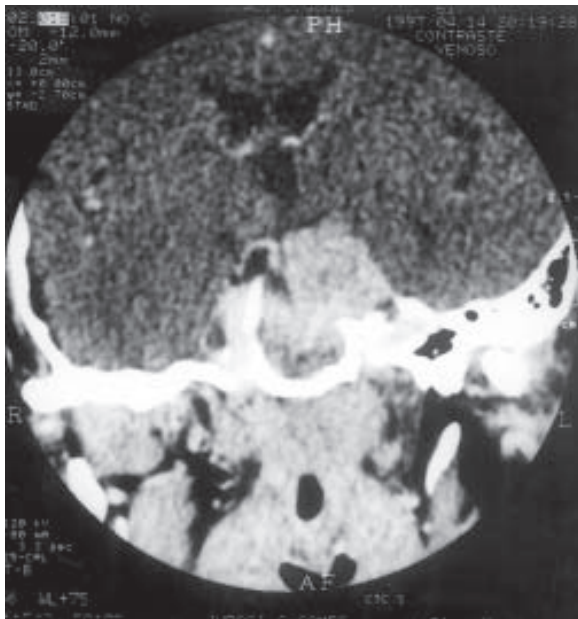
Tomografia, realizada em 1997, revelando diminuição do tumor.
